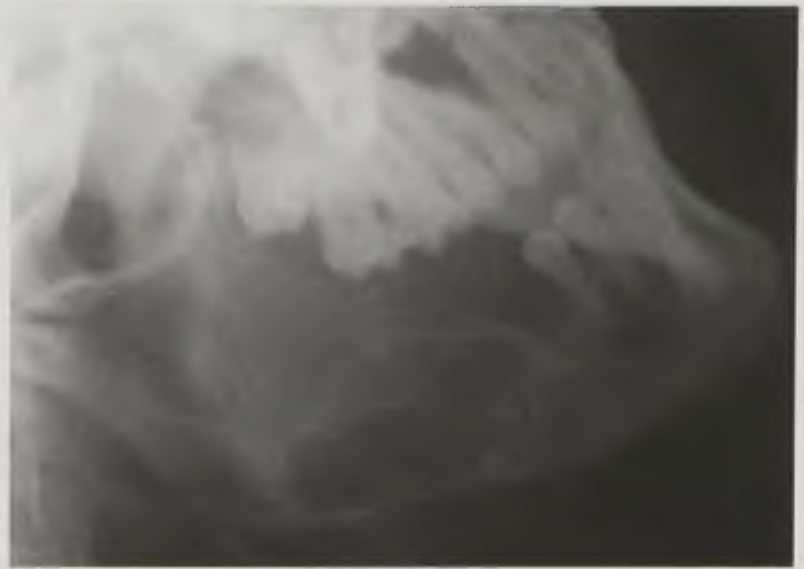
Рентгенограмма нижней челюсти. Фиброзная дисплазия
